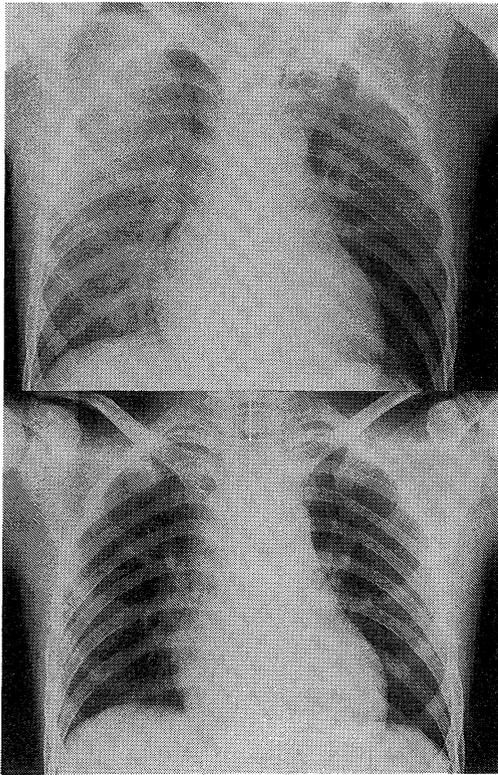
Chest X-ray on admission(upper)showing a "butterfly shadow" and post-treatment(lower)showing improvement of edema.
